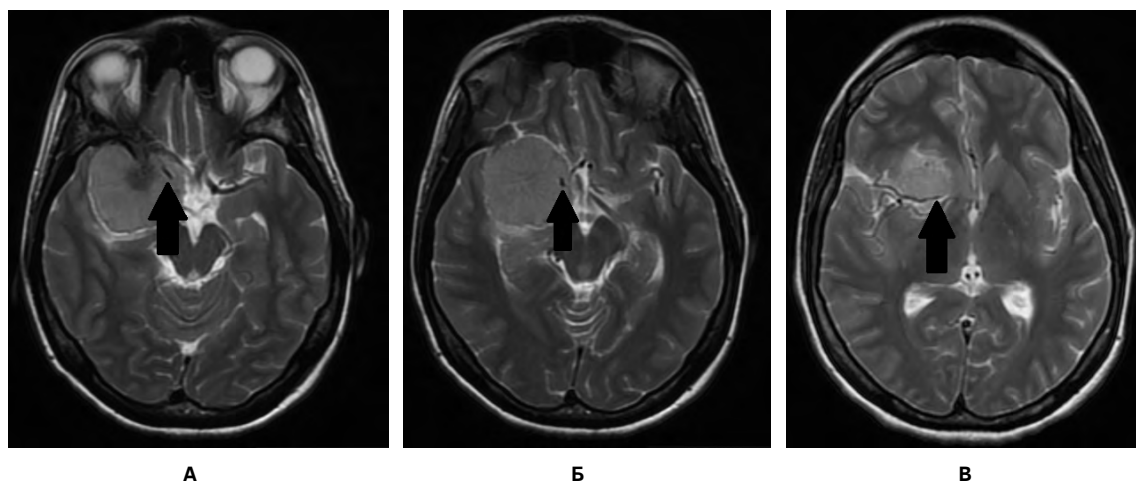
МРТ в режиме T2-взвешенного изображения пациентки Ю. до операции: определяется менингиома правого переднего наклоненного отростка с вовлечением в опухоль правой внутренней сонной и средней мозговой артерий; А, Б – черной стрелкой указана вовлеченная в опухоль ВСА; В – черной стрелкой указана вовлеченная в опухоль СМА. Источник: составлено авторами
